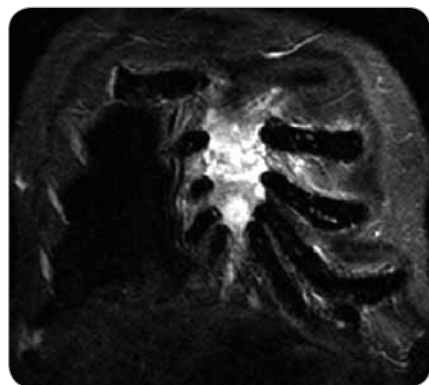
Infiltration of the sternum with myeloma in MR image.
